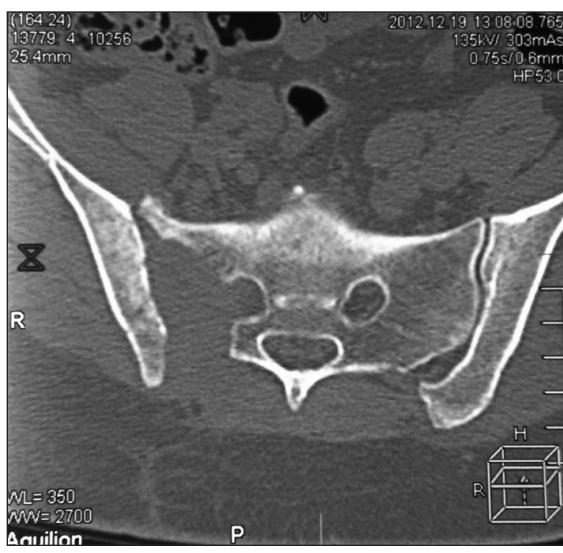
Контрольная КТ таза пациентки В. через 3 мес с момента оперативного вмешательства
